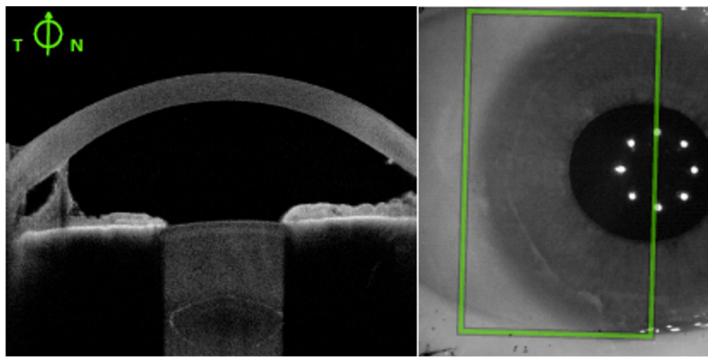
Imagen de la tomografía de coherencia óptica de segmento anterior donde es apreciable la estructura (derecha) y zona de captura de la tomografía (izquierda).
